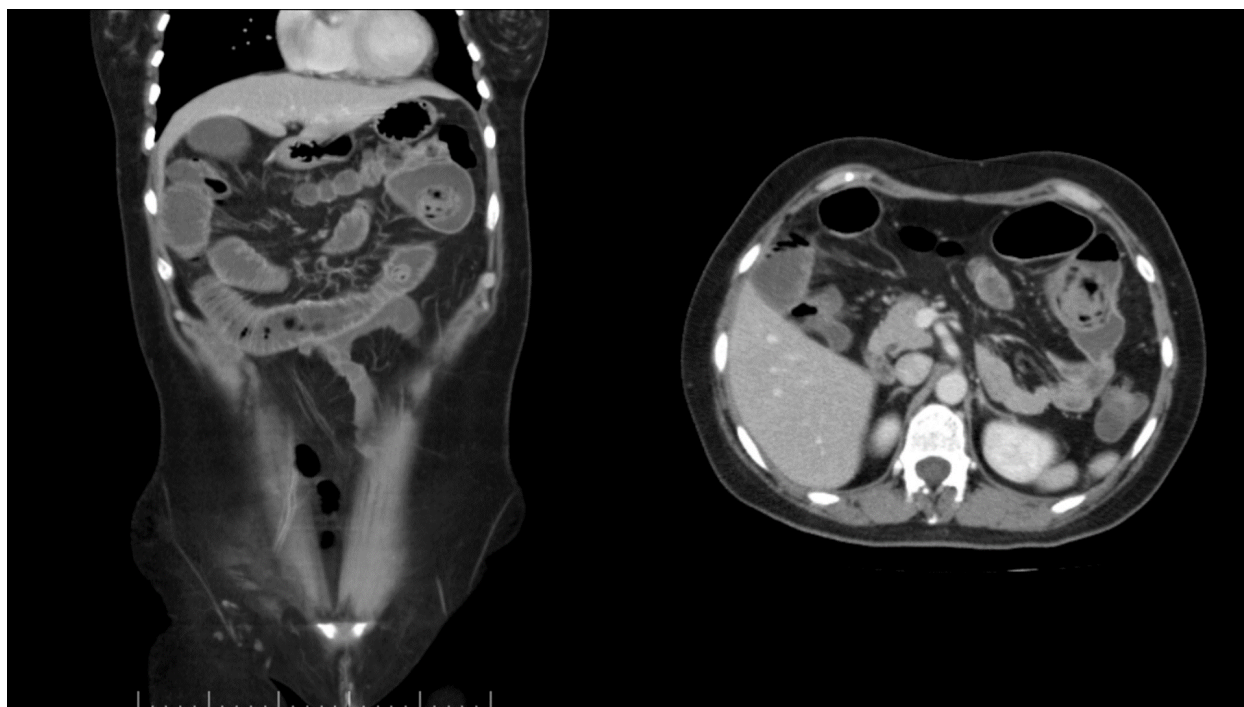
Tomografía axial computada, cortes axial y coronal del segundo episodio de obstrucción.
